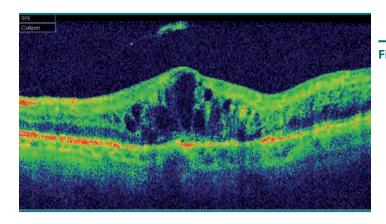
Tomografía de coherencia óptica del mismo paciente en que se demuestra la presencia de un edema macular quístico.
